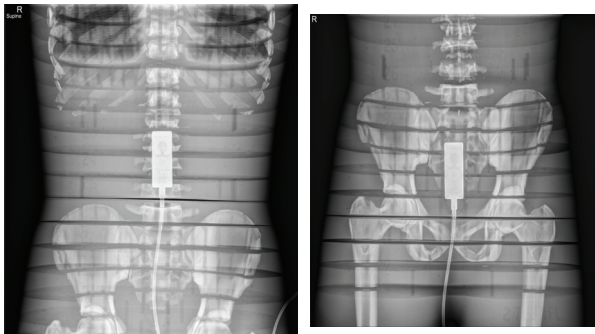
X-ray image used for entropy analysis of abdomen and pelvis.
